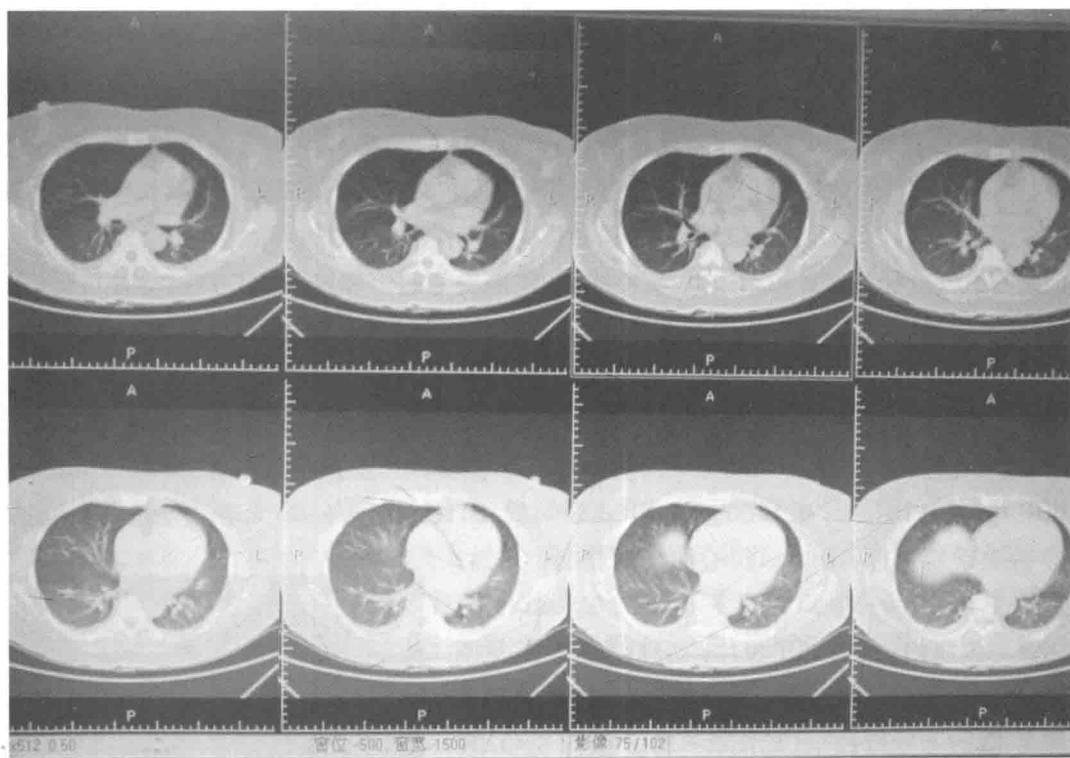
入院时胸部 CT 扫描显示：胸廓对称，纵隔居中，气管及气管分叉通畅，两侧肺门影不大，心脏大小形态如常，两侧支气管血管束增粗，两肺斑片高密度影及模糊小结节影，左肺下叶条索影，两侧少量胸腔积液，胸膜无明显增厚，胸壁未见异常。考虑两肺炎症，两侧少量胸腔积液，左肺下叶纤维灶
